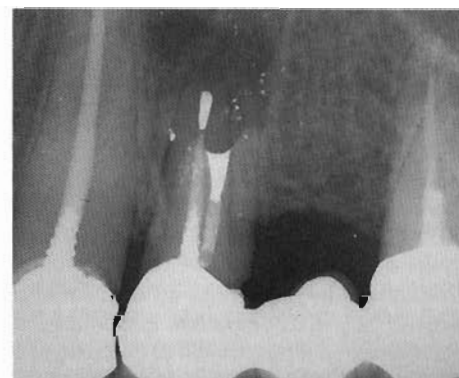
Radiografia post-operatoria. Le otturazioni retrograde seguono l'asse lungo radicolare; dimensionalmente sono molto conservative ed offrono un sigillo di almeno 3 mm.
